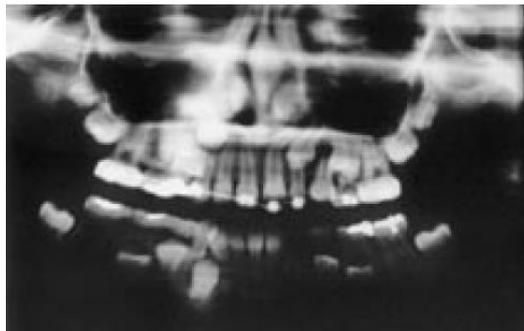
¹¹: Radiografia panorâmica. Após tracionamento dos incisivos central e lateral superior esquerdo. Observar a falta de espaço para o canino superior esquerdo
